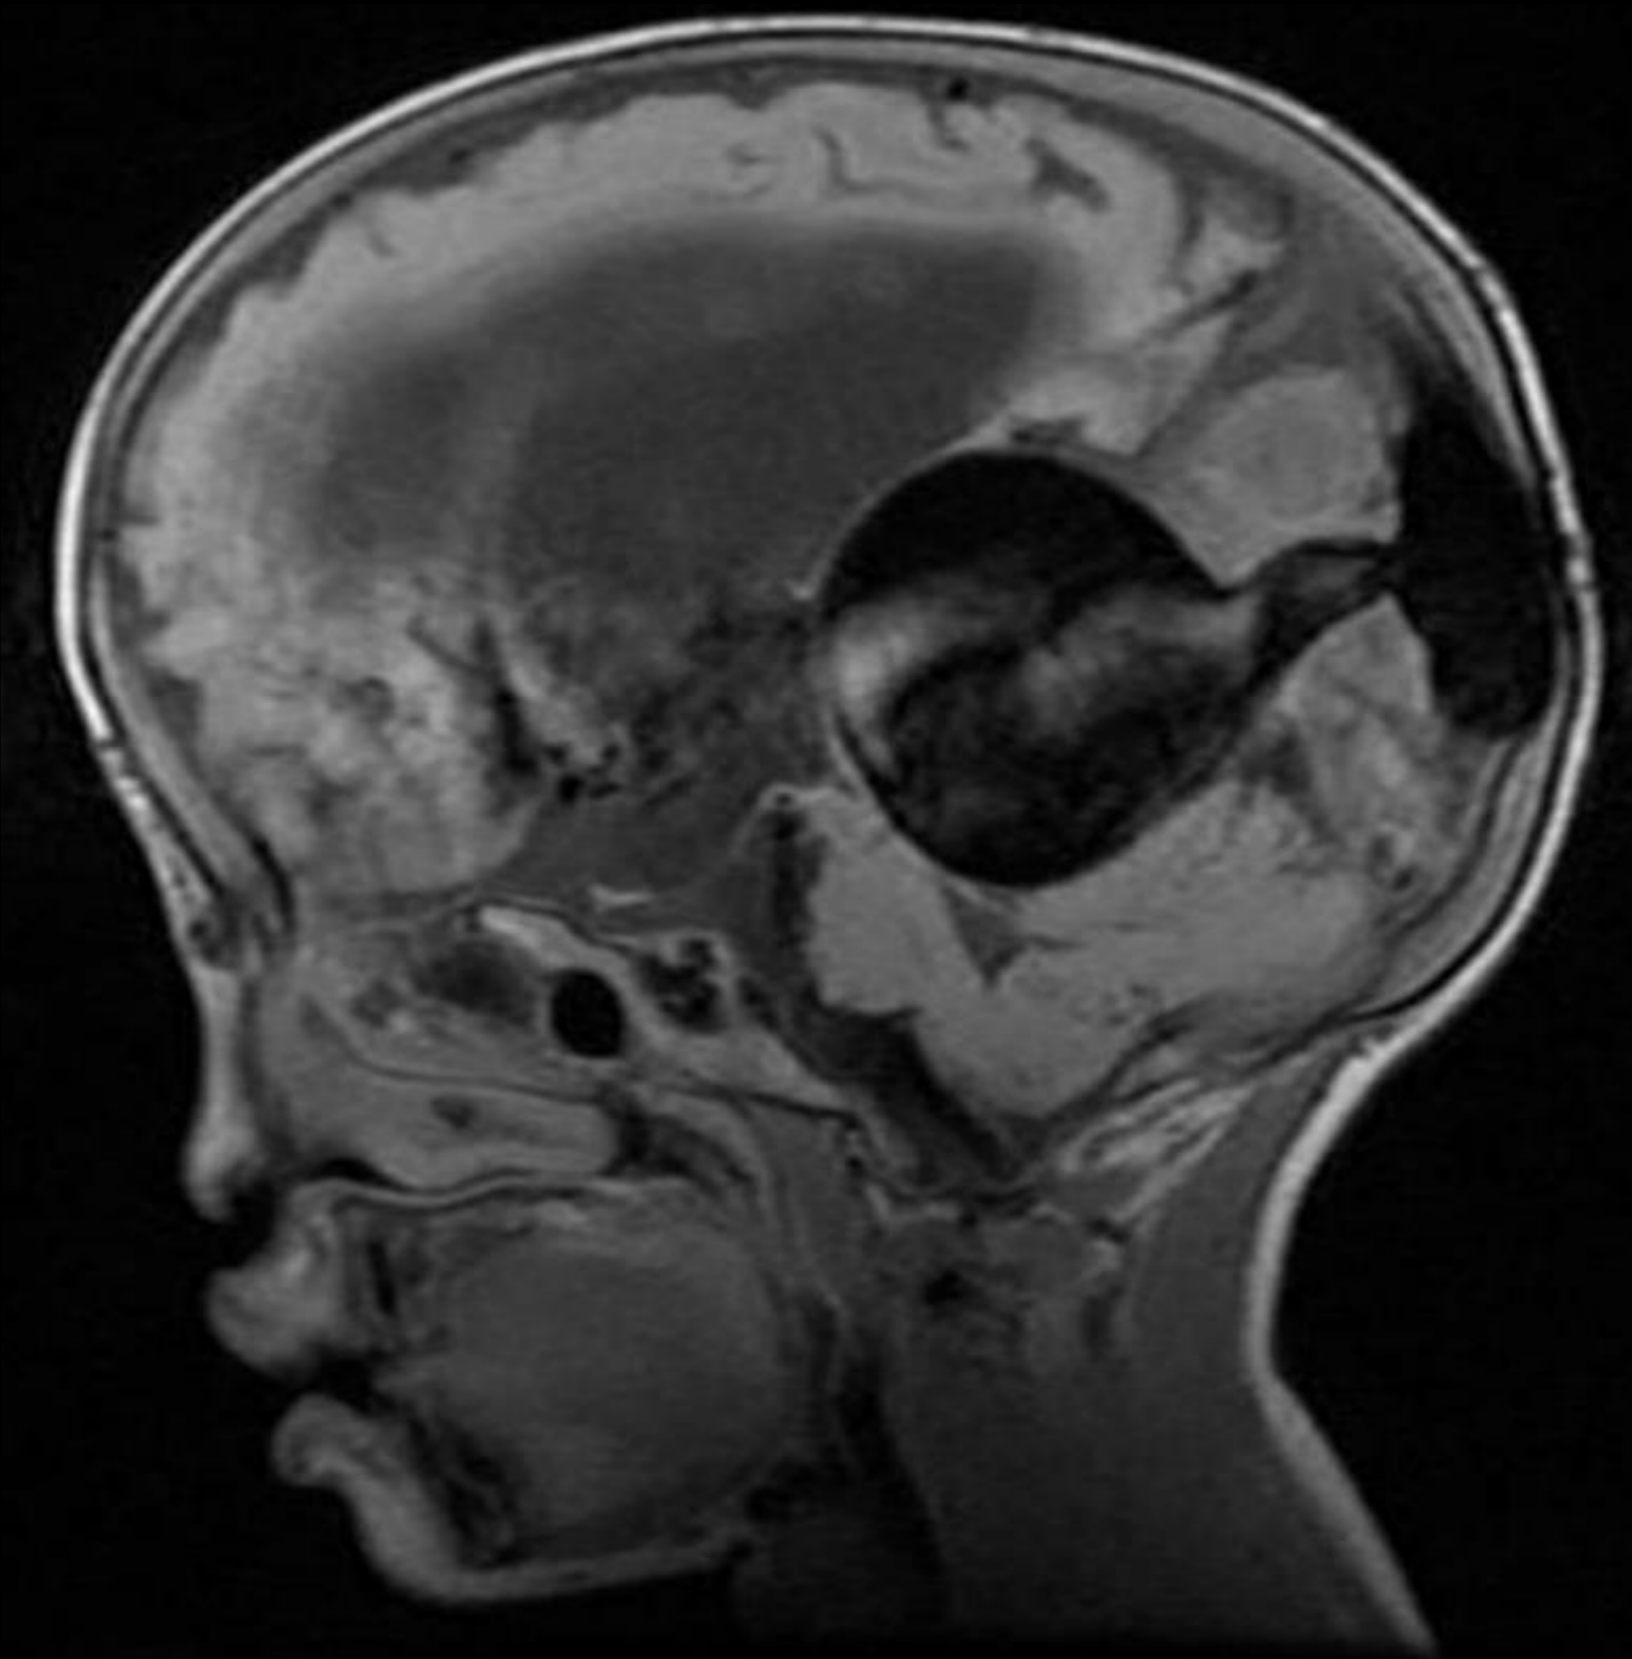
Imágenes TC sin CIV (A), RM FLAIR (B) y RM fetal (C). Se observa en (A) lesión hiperdensa en relación con dilatación de vena de Galeno y drenaje a seno sagital superior. (B) vacío de señal en RM neonatal y fetal en C.
